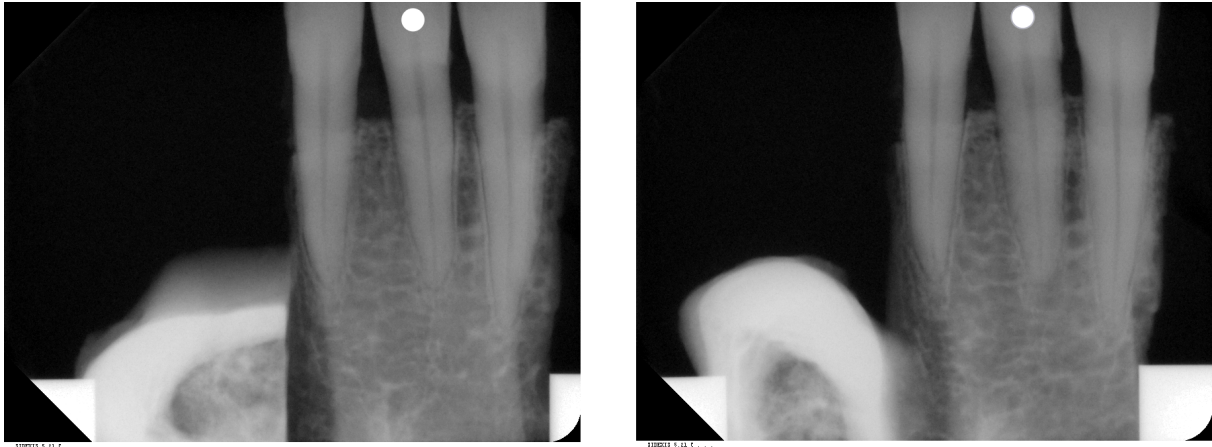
Röntgenbild nach Replatzierung ohne (links) und mit (rechts) Bohrung und apikaler Aufhellung (*Sidexis*)
